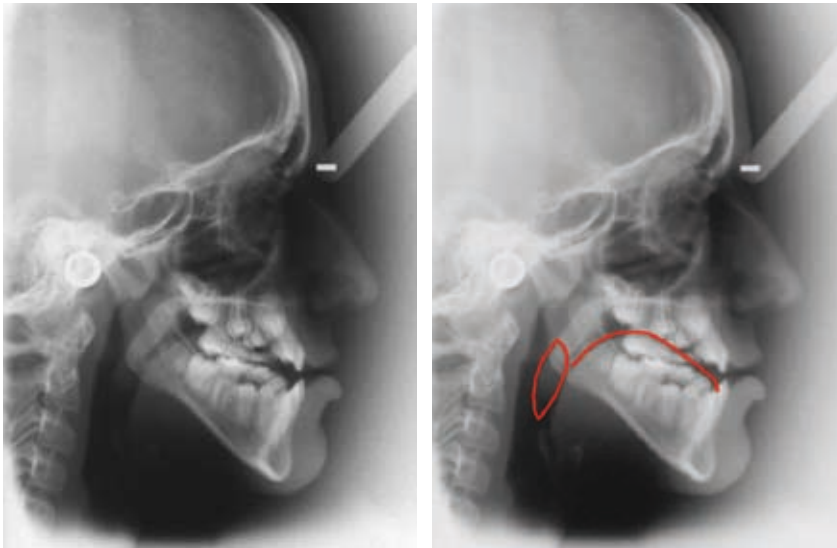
En la telerradiografía se observa la posición baja de la lengua que apoya en los incisivos inferiores, así como la amígdala palatina.
